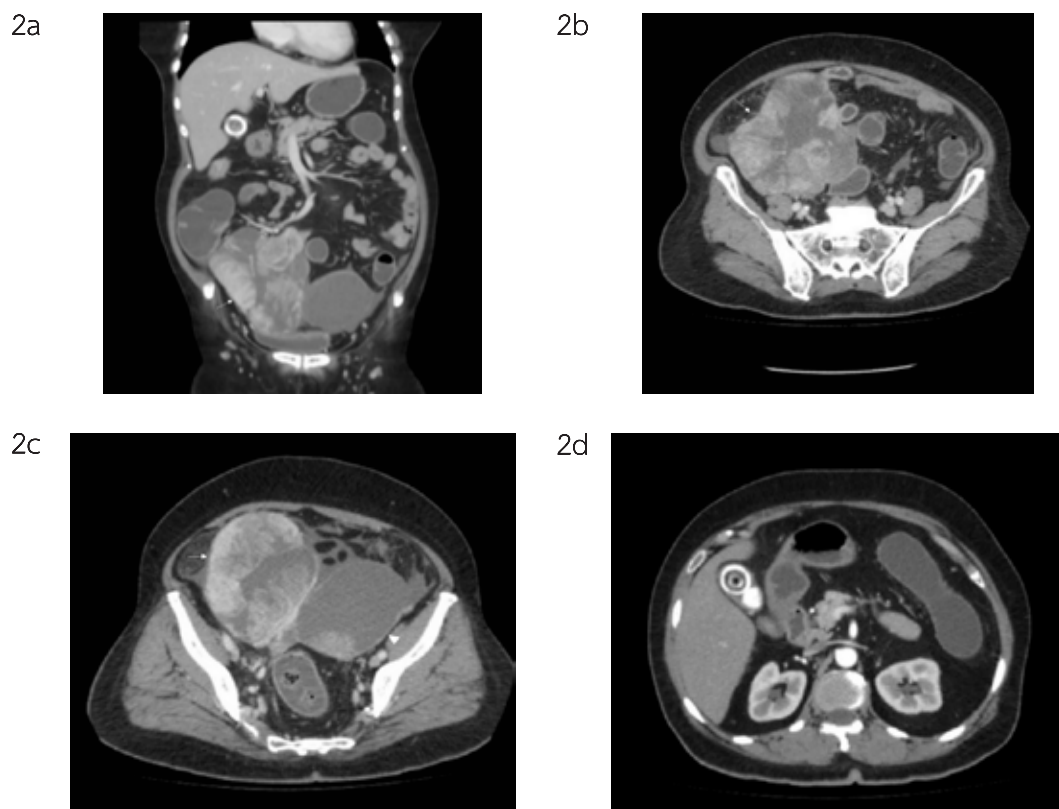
Computed Tomography of the Whole Abdomen with Contrast Media, 5 June 2022
